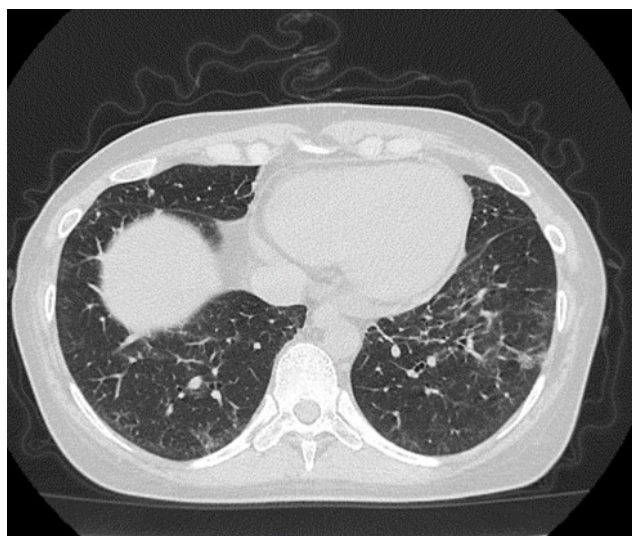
КТ-картина «матового стекла» с явлениями интерстициального фиброза, ретикулярными изменениями в субплевральных отделах нижних долей с обеих сторон с прослеживающимся кранио-каудальным градиентом, с формированием бронхо- и бронхиолоэктазов
